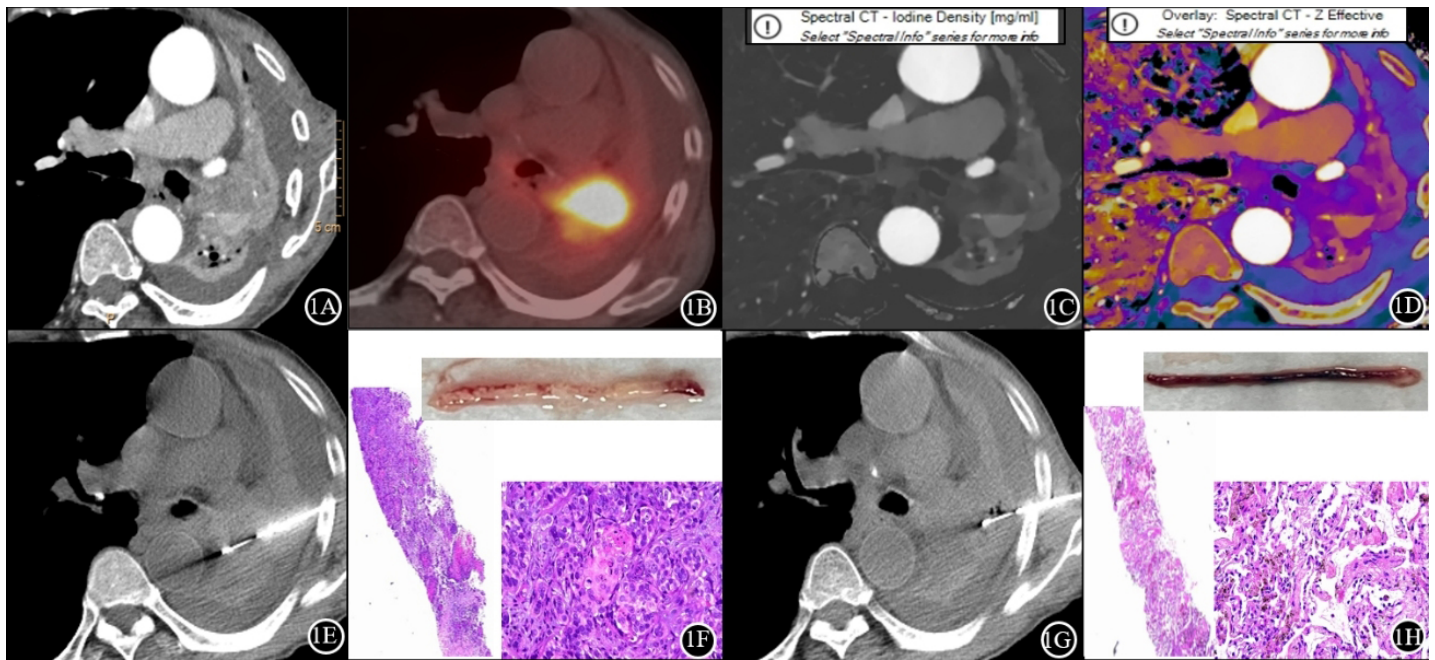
1A-1D分别为常规动脉期CT图像、PET/CT图像、动脉期碘密度图像、动脉期碘密度/有效原子序数图融合图像。常规增强CT显示左肺主支气管内新生物, 但肿瘤最外周界线无法明确显示, PET/CT示左肺门高代谢肿物及其与周围肺不张的界线, 碘密度图和融合图像均可清晰显示肿瘤与肺不张的界线。1E显示穿刺针槽位于肿瘤内。1F为与1E相对应穿刺区域的活检样本及HE染色图像, 肉眼可见鱼肉样癌组织, 镜下可见丰富的肿瘤细胞(蓝箭头: HE×40; 红箭头: HE×200)。1G显示穿刺针槽位于肺不张组织内。1H为与1G相对应穿刺区域的活检样本及HE染色图像, 肉眼可见暗红色的组织, 镜下仅可见炎性细胞且未见肿瘤细胞(蓝箭头: HE×40; 红箭头: HE×200)。
